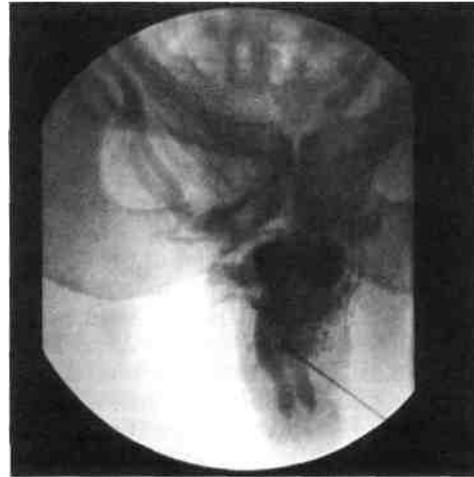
Кавернозограмма. Патологический венозный дренаж, смешанная форма. Эрекцию не удалось получить даже при скорости инфузии 400 мл/мин.
